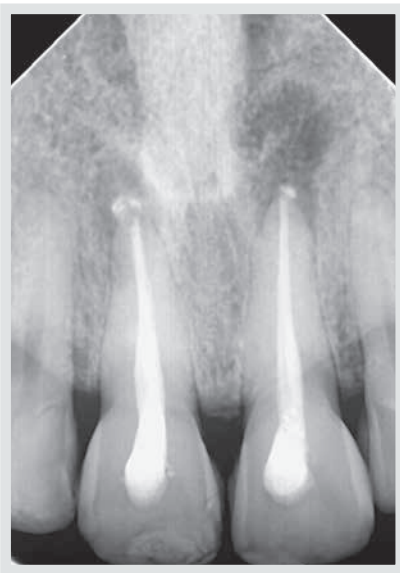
Radiografía transoperatoria en la cual se instrumentaron los conductos de ambos incisivos y se colocó medicación intraconducto con Hidróxido de Calcio.
